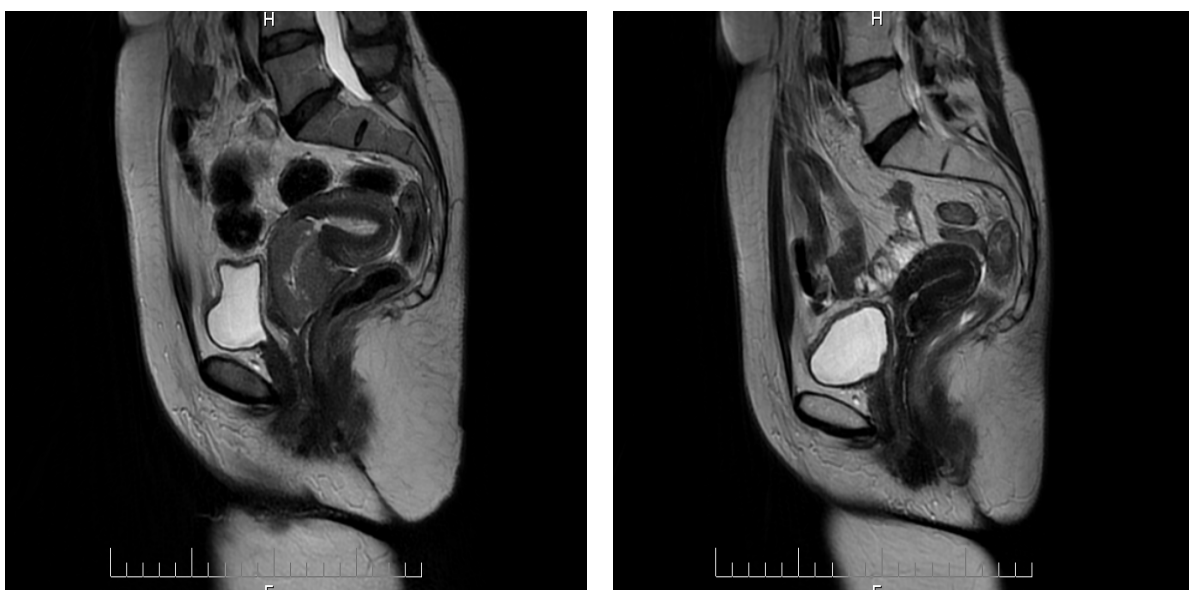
МРТ снимки. До брахитерапии. После брахитерапии.
